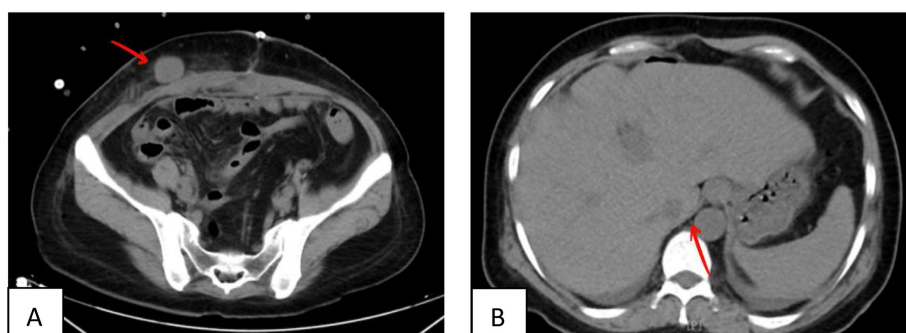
Chest and abdominal CT
